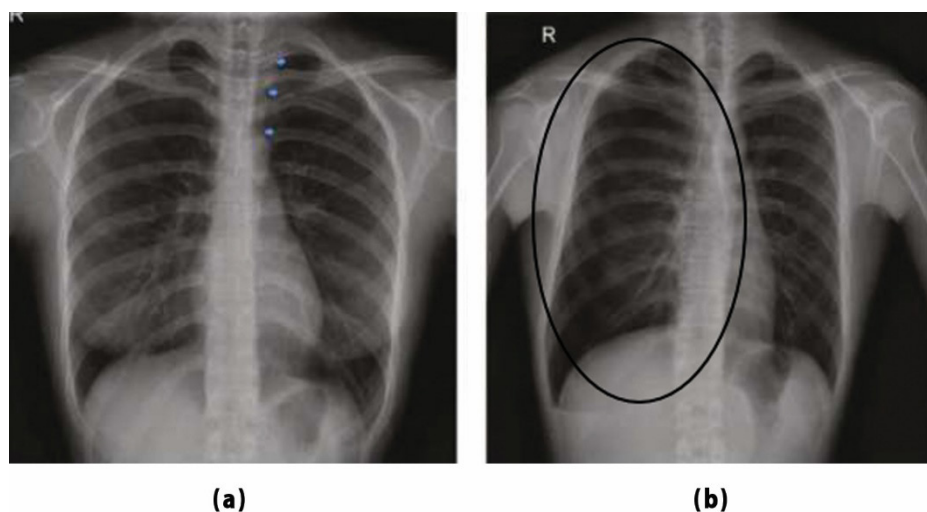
Contoh foto toraks AP erect pada pasien dengan gambaran pneumothoraks traumatik non-iatrogenik dengan fraktur iga kanan, *post flail chest*.
